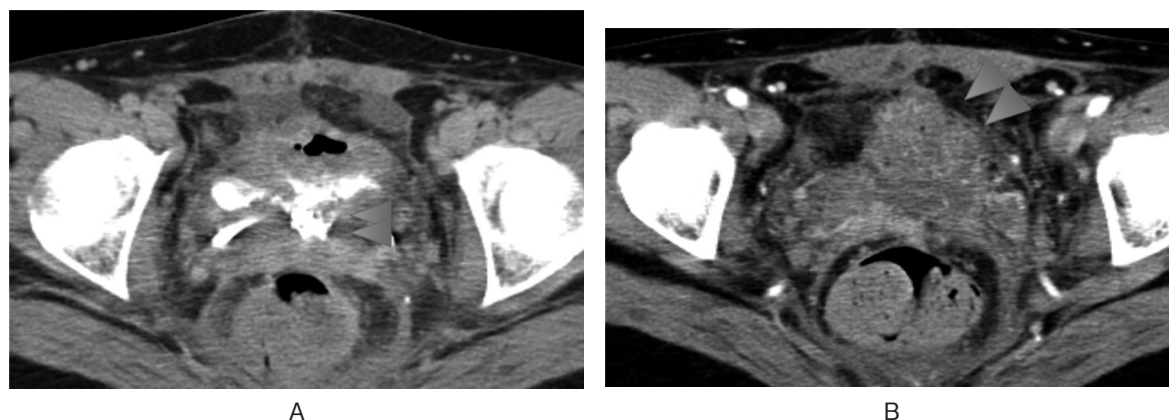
Enhanced pelvic CT 10 days after the operation. A) The arrow indicates contrast medium leakage through the posterior bladder wall. B) The arrow indicates enhanced residual placenta percreta in the posterior bladder wall.
